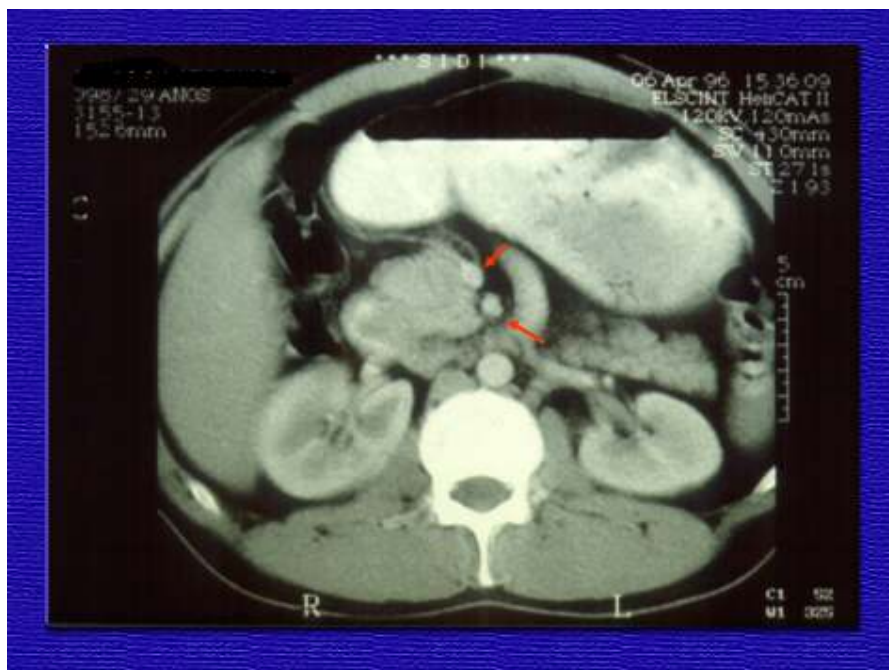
Tomografia computadorizada de abdômen mostrando os vasos mesentéricos superiores (flechas vermelhas) em paciente com neoplasia maligna periampular (adenocarcinoma de papila)
